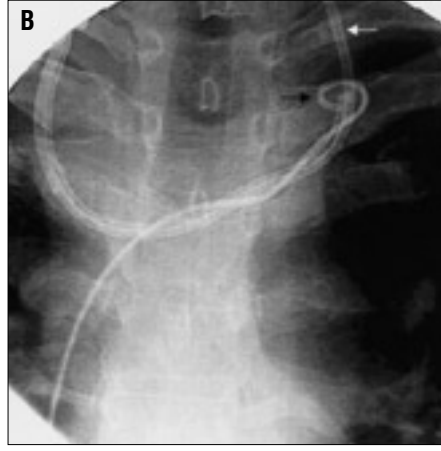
Kateter disfonksiyonu nedeniyle yapılan kateter venografisinde kateter distal ucunun normal olması gereken atriokaval bileşkedeki daha kaudalde vena kava inferiorunda olduğu görülüyor.
